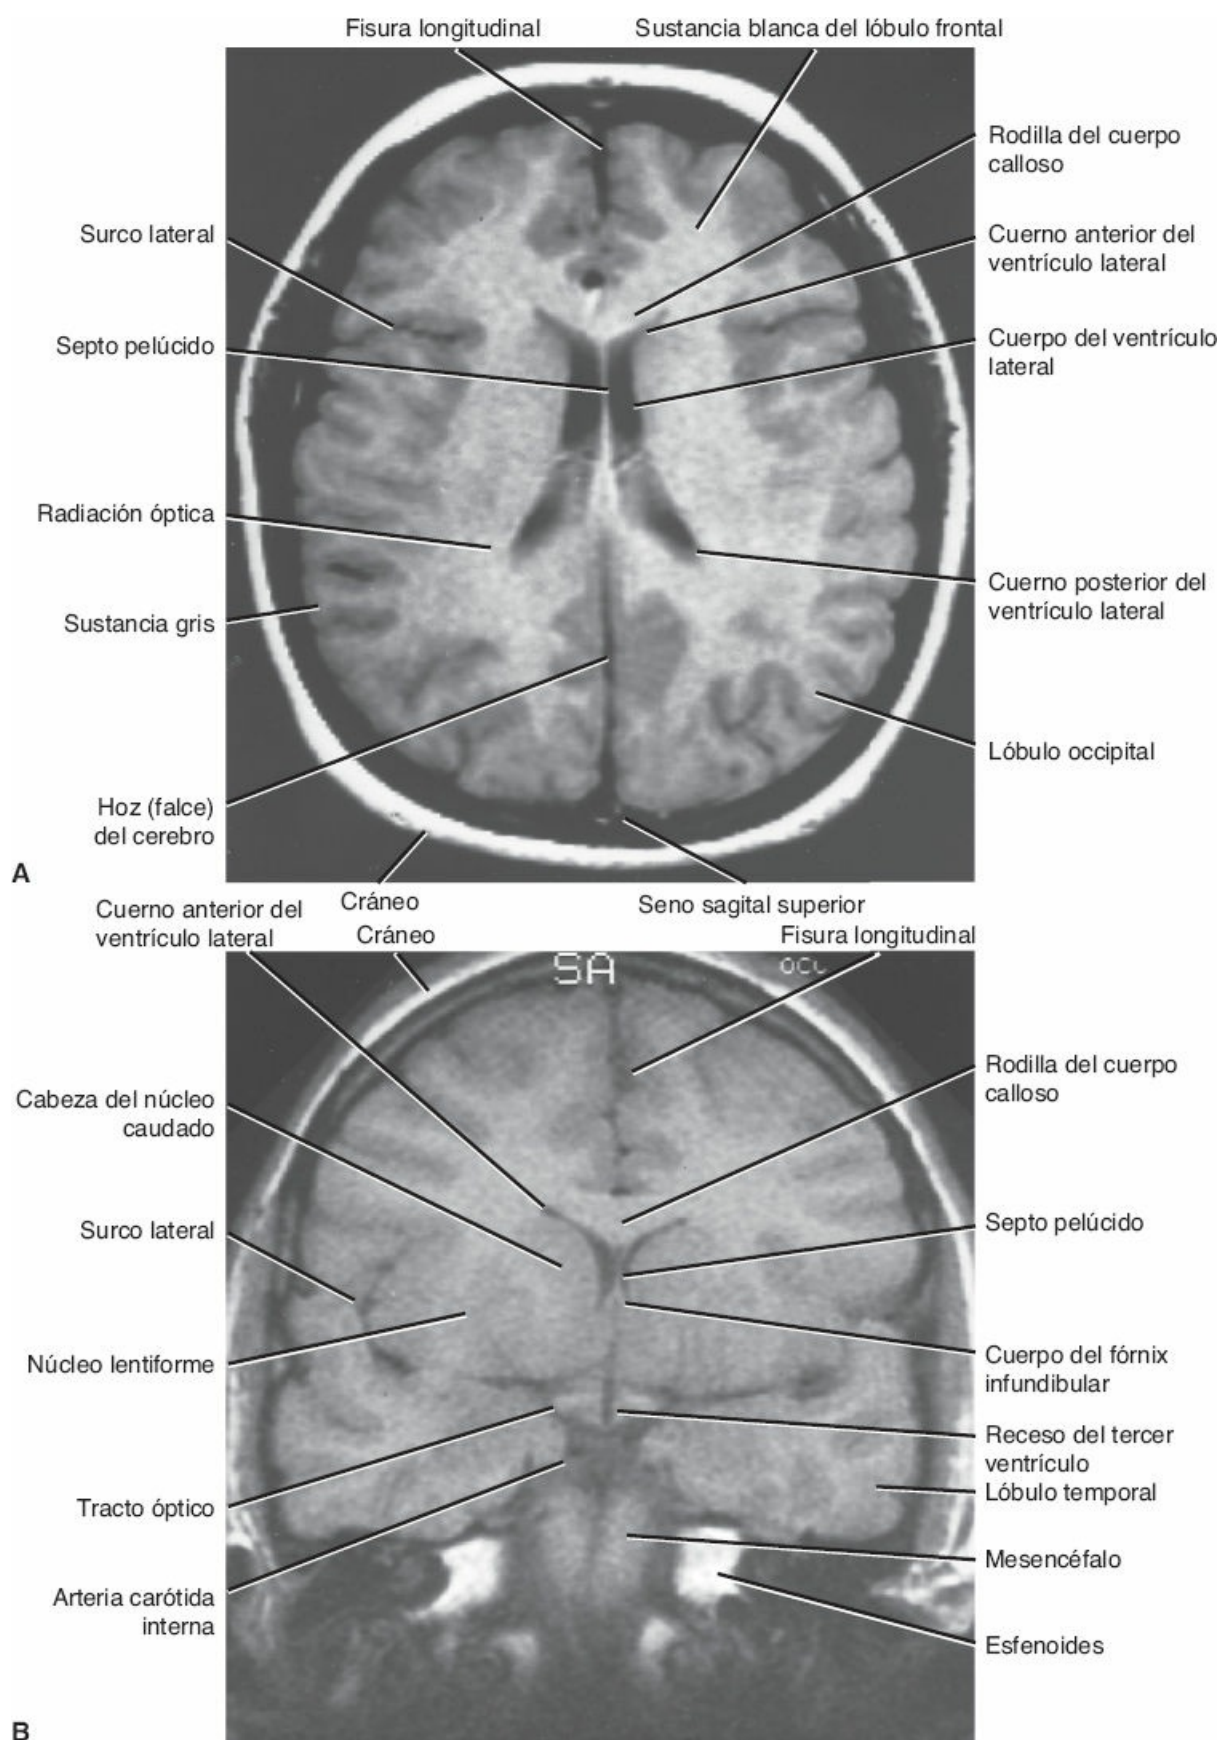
RM del cráneo. A. Vista axial del encéfalo que muestra las diferentes partes del ventrículo lateral y el surco lateral del hemisferio cerebral. B. Vista coronal a través del lóbulo frontal cerebral en el que se muestra el cuerno anterior del ventrículo lateral. Obsérvese el contraste mejor definido entre la sustancia gris y la blanca en comparación con las TC de la [figura 12-126](#).
